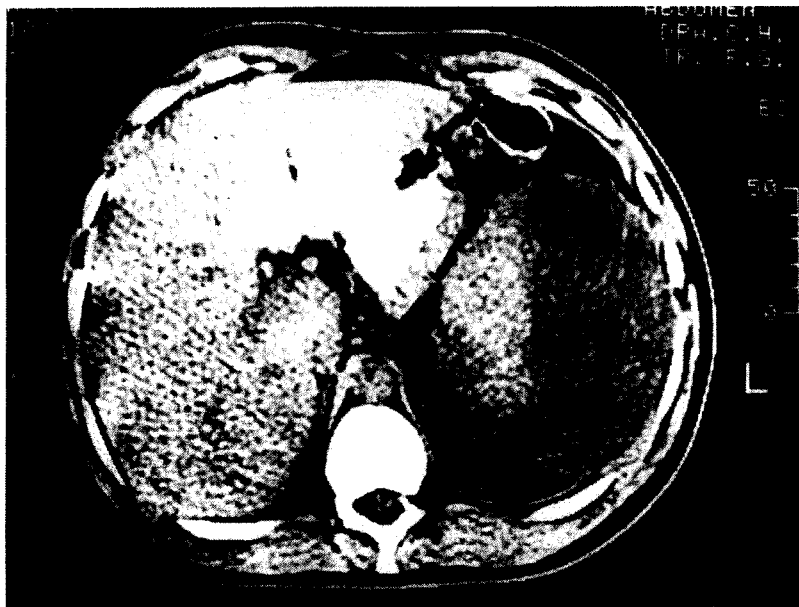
Tomografía computarizada abdominal superior. Se aprecia colección esplénica.
